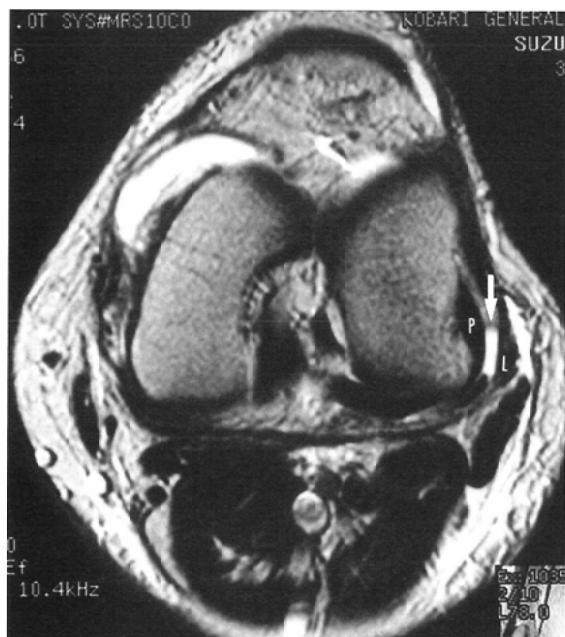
Axial MR image of a 31-year-old woman with MCL tear. Fluid collection between the LCL (L) and popliteal tendon (P) is seen (arrow). The LCL and popliteal tendon are clearly identified.
